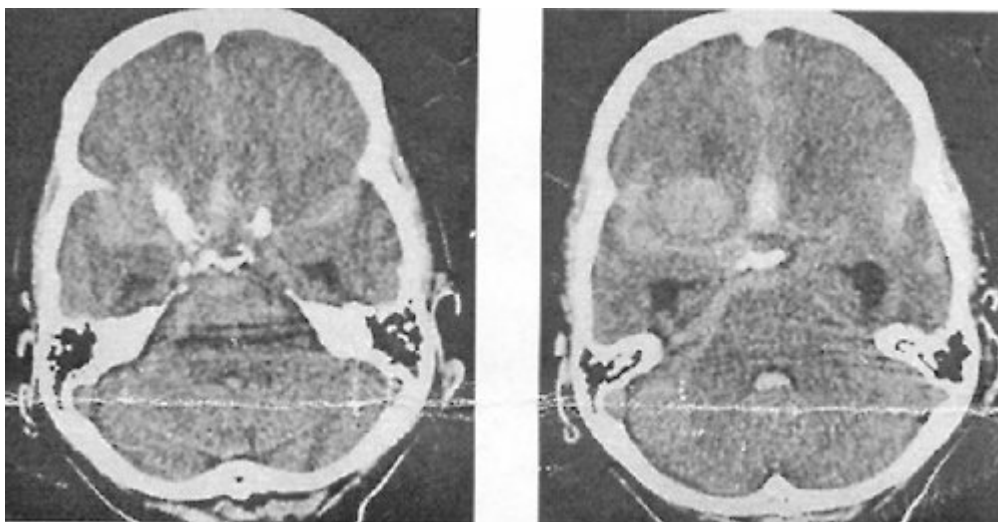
Компьютерная томография головного мозга больной Б. Визуализируется объемное образование правой лобно-височной области, массивное субарахноидальное кровоизлияние.
